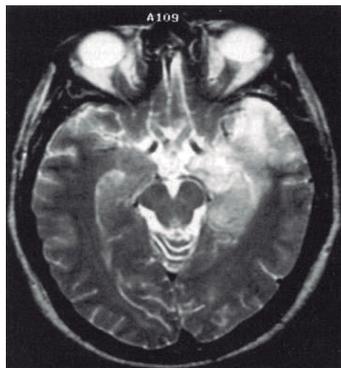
IRM en secuencia T2 característica de EV por VHS-1 que muestra lesiones hiperintensas en el lóbulo temporal medial e inferior, las cuales se extienden a la ínsula. (Ross, 1999)
